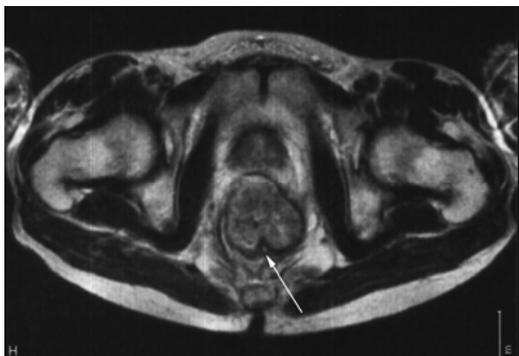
МР – томограмма таза, поперечный срез. Большая опухоль прямой кишки не прорастает висцеральную фасцию (отмечено стрелкой).
